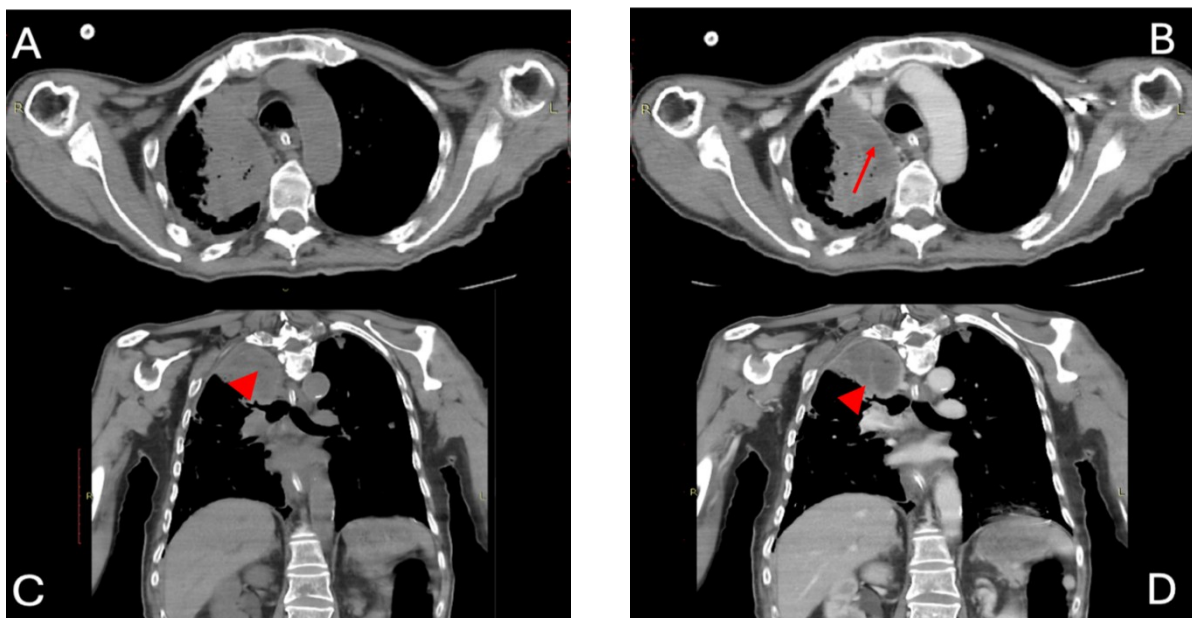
(A y C) Tomografía de tórax sin contraste, en ventana mediastinal: se identifica masa multiloculada, de márgenes irregulares y mal definidos, asociada a derrame pleural y engrosamiento pleural adyacente. (B y D) Se observa realce heterogéneo periférico y de los septos internos, con áreas hipocaptadoras compatibles con componentes necróticos o de contenido líquido (flecha y punta de flecha).
